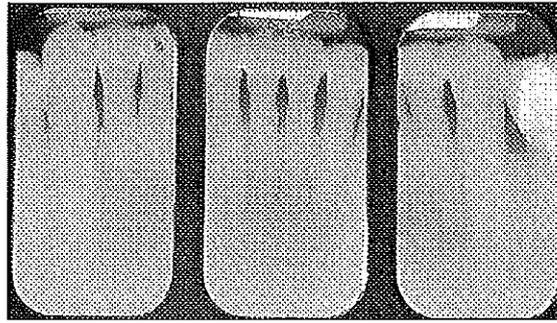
Radiographie montrant l'attelle en place.
